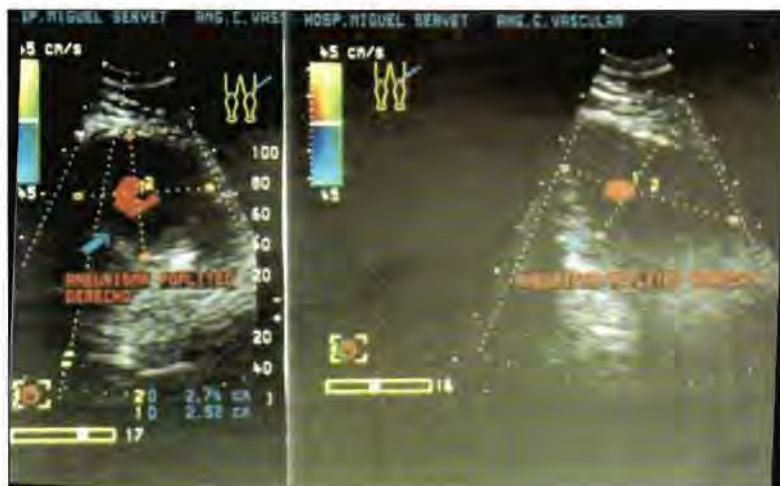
Ecodoppler-color: cortes transversales de aneurisma poplíteo. Se aprecia en rojo la luz arterial y en negro el trombo intraluminal.
